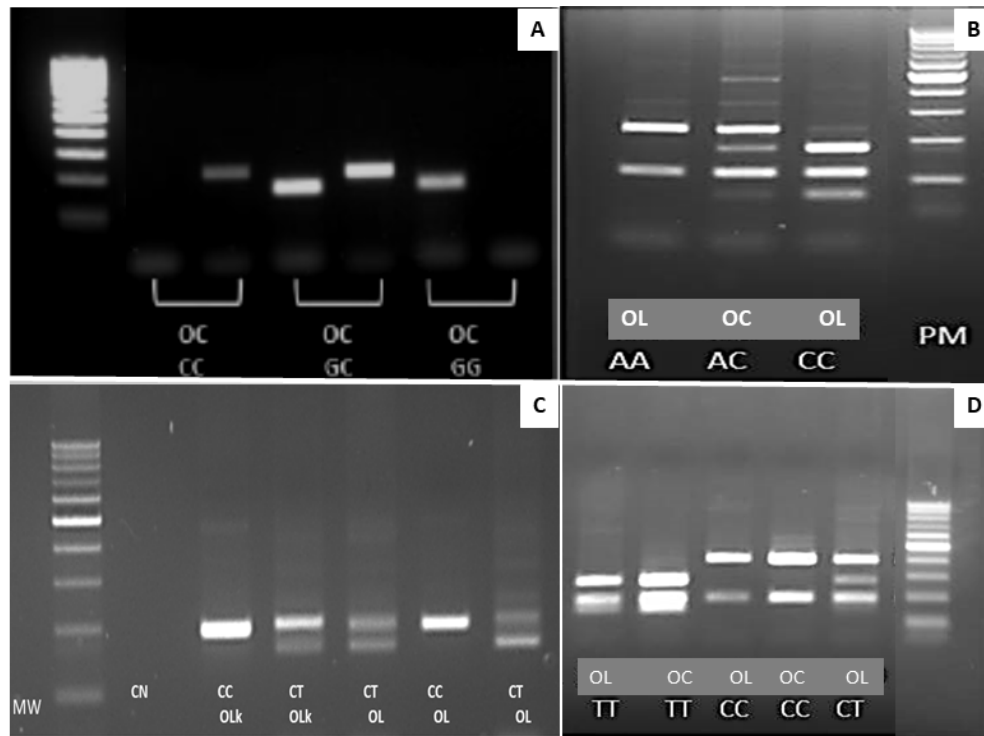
EVALUACIÓN DE MARCADORES GENÉTICOS ASOCIADOS A CÁNCER ORAL PARA LA PREDICCIÓN DE RIESGO: Genotipos -PCR en gel 3% de agarosa. MW: peso molecular (del inglés *molecular weight*). OL: líquen oral; OLk: leucoplasia oral; OC: cáncer oral; Con: control. A.; Variante Arg72: 142bp; variante Pro72 178bp CG: heterocigota; CC y GG: homocigota. B Genotipos de XPD 751. AA: 234-110 bp; CC: 161-110-63 bp; AC: 234-171-110-63 bp. C. Genotipos de NFKB β -519, CC:188 bp; CT/TT: 121 y 67 bp. D: Genotipos de XRCC3 241, CC: 315-140 bp; CT: 315-210-140 bp; TT: 210-140 bp.
